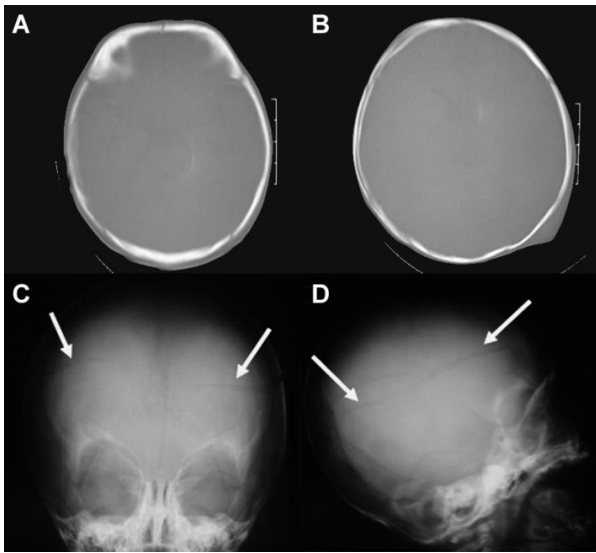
Two most suspicious bone window computed tomography (CT) scan and skull radiograph showing the bilateral separated fracture that is almost parallel to the CT slices.
